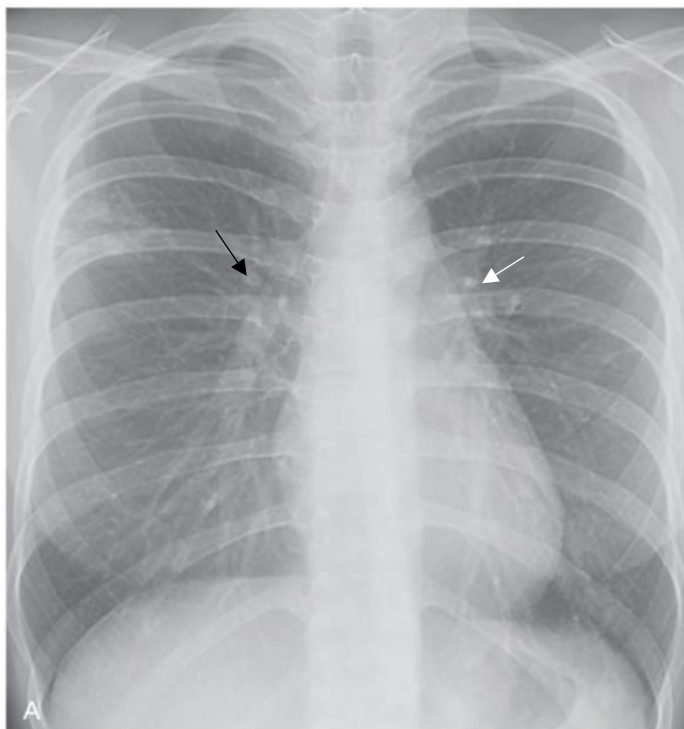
Foto Toraks Proyeksi PA dengan Anatomi Normal Sesuai Aspek *Penetrating* (Panah Putih), *Inspiration*, *Rotation* (Panah Hitam dan Panah Titik Putih), *Magnification*, dan *Angulation* (Panah Titik Hitam) (Herring, 2016)
